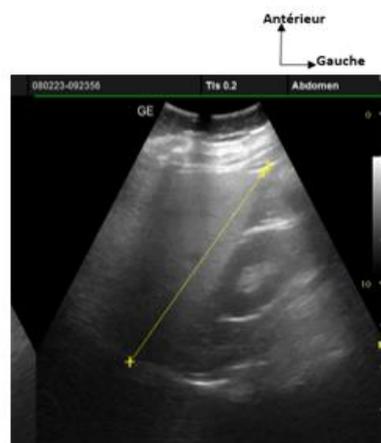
Coupe échographique longitudinale du foie d'un patient de 52 ans, admis pour douleur abdominale : hyper échogénéicité diffuse du foie évoquant une stéatose sévère.
